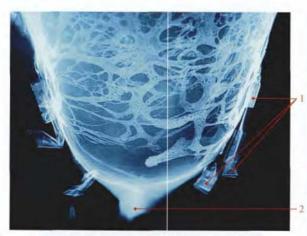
Les veines du segment inférieur d'un utérus gravide distendu. Radiographie d'un moulage vasculaire (résine synthétique et minium - P. Kamina)
